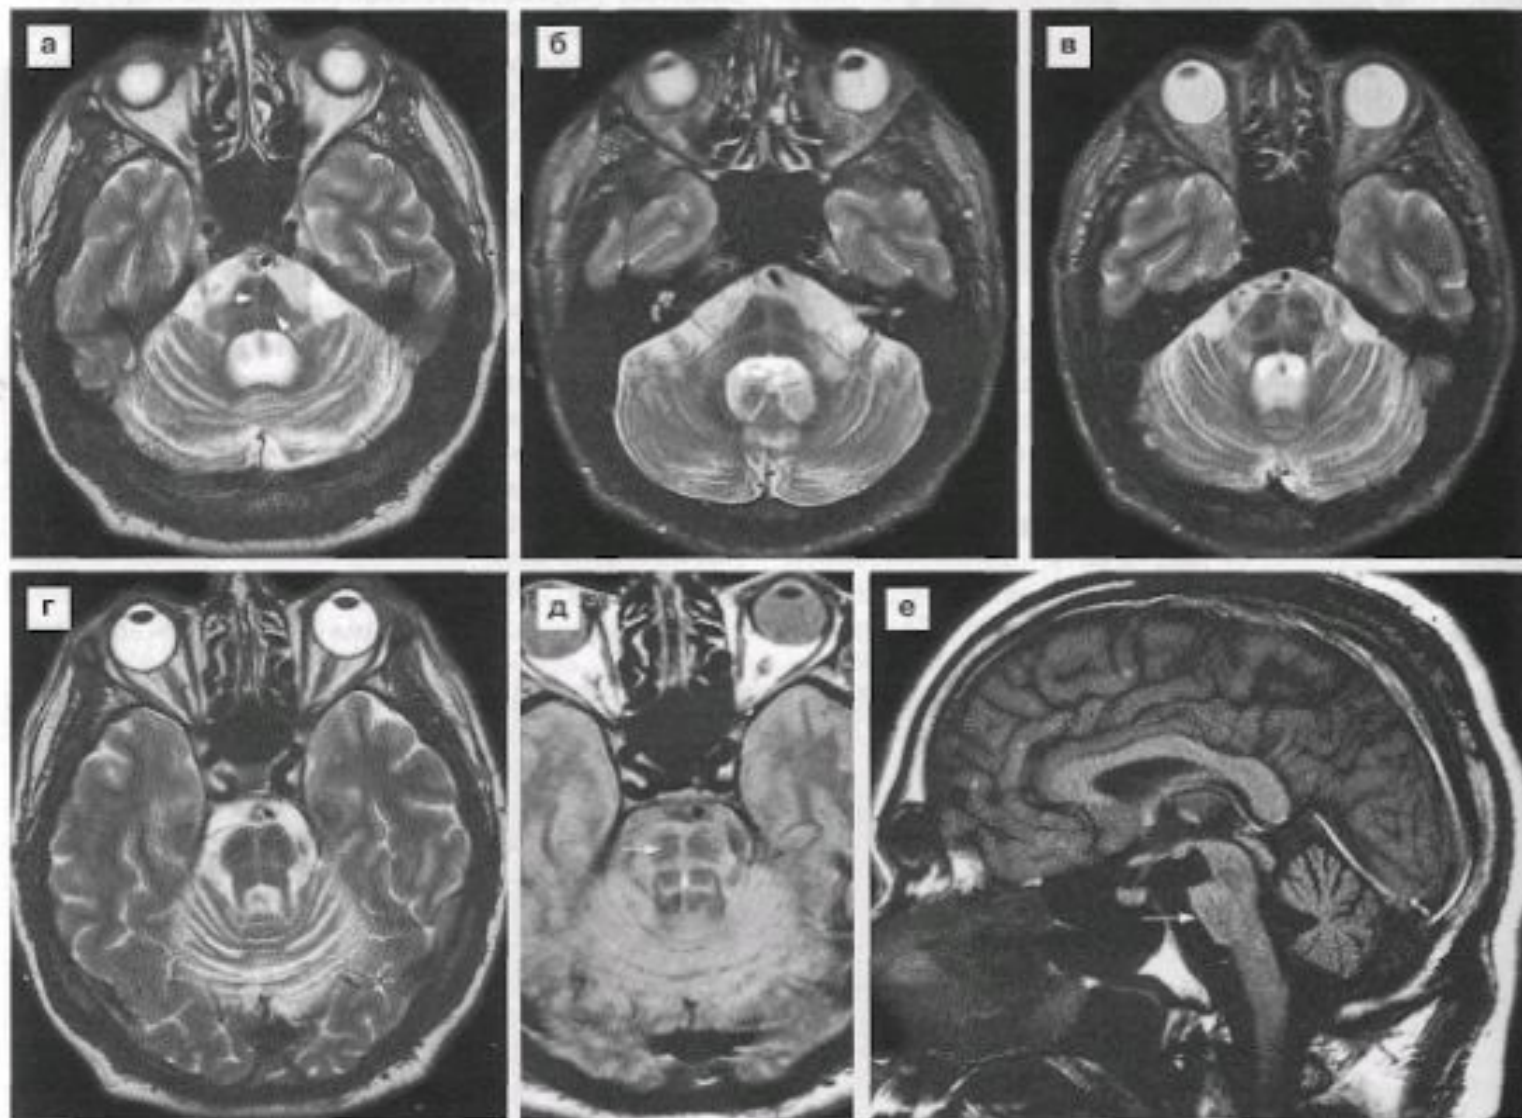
Множественная системная атрофия (оливопонтocerebellлярный вариант). МР-томограммы в режиме T2 (а–г), протонной плотности (д) в аксиальной проекции. Определяется атрофия моста мозга, нижних олив, мозжечковых ножек с расширением базальных цистерн. В режиме T2 и протонной плотности выявляется демиелинизация поперечных волокон моста в виде повышения сигнала от них (маленькие стрелки на а, д), образующие фигуру «креста». На сагиттальной томограмме в режиме T1 (е) выявляется уплощение передней поверхности моста (стрелка).
